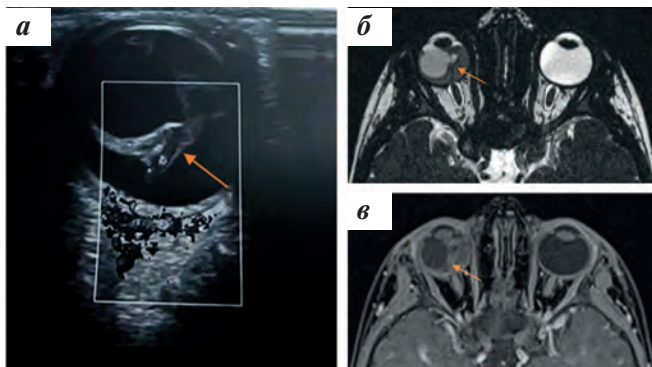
ППГСТ: а — УЗИ правого глаза. От ДЗН до задней капсулы хрусталика определяется повышенной эхогенности тяж (указан стрелкой), в толще которого при ЦДК визуализируется сосуд; б — МРТ, T2-ВИ, от ДЗН до задней капсулы хрусталика определяется тяж (указан стрелкой); в — МРТ, T1-ВИ тра постконтрастная, с контрастным усилением, тяж накапливает контрастный препарат (указан стрелкой). Под сетчаткой взвесь с высокобелковым компонентом. Правый глаз в сравнении с левым уменьшен в размерах — $2,1 \times 2,2 \times 2,4$ см и $2,3 \times 2,3 \times 2,4$ см соответственно
